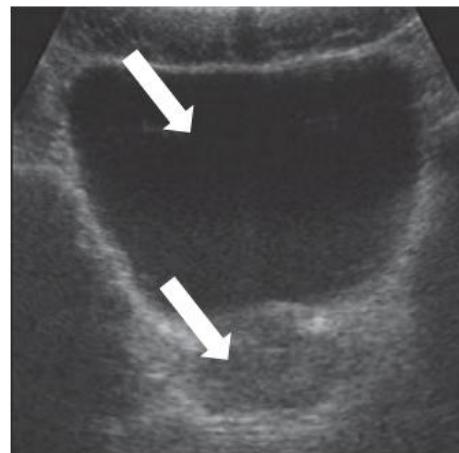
B Échographie sus-pubienne. Rétention aiguë d'urines (flèche du haut). Prostate volumineuse (flèche du bas).
